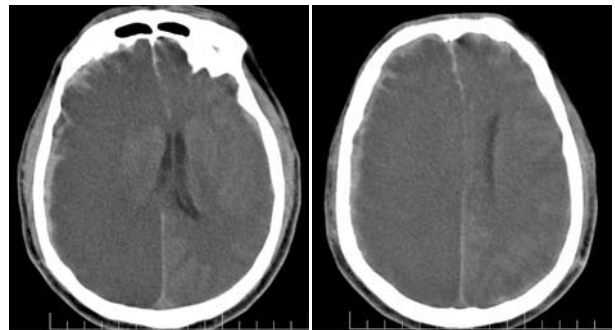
Серія СКТ. Хворий П., 46 років. Зона геморагії субдурально і субпіально. Збільшилася імбібіція кори кров'ю, правий шлуночок стиснений, зміщений, лівий — помірно розширений. Серединні структури зміщені на 9 мм.
